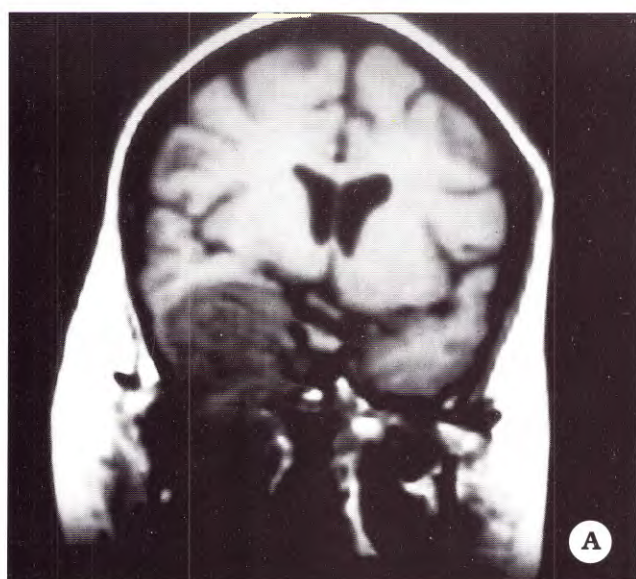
Paciente sexo femenino de 49 años de edad. IRM: secuencias T1- cortes coronales pre y posquirúrgicos. A. Evidenciando voluminosa tumoración extraaxial, que se extiende desde fosa media a fosa ptérigo maxilar. B. Ausencia de residuo tumoral.
